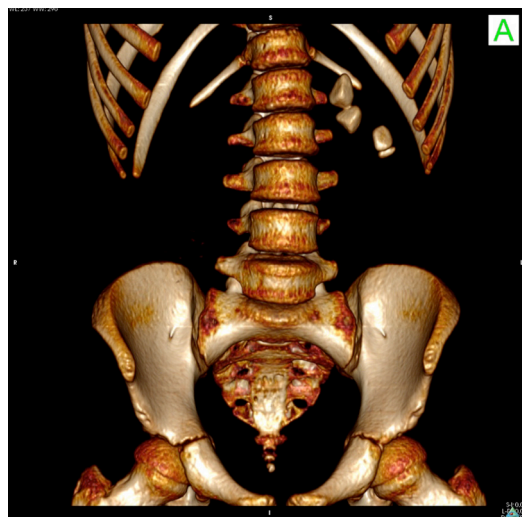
Kamica nerki prawej – TK w fazie przeglądowej, przekrój strzałkowy
